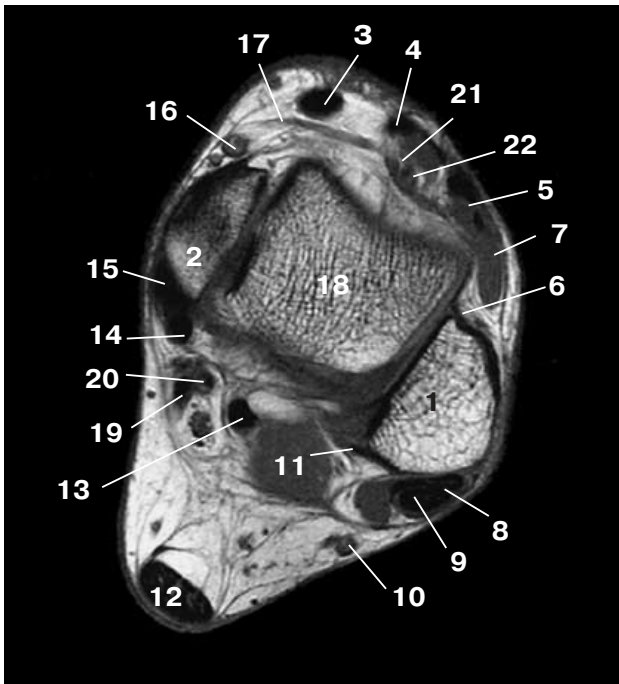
Аксиальная T1-взвешенная МР-томограмма на уровне обеих лодыжек и блока таранной кости. 1 – латеральная лодыжка, 2 – медиальная лодыжка, 3 – tendo m. tibialis anterior, 4 – tendo m. extensor hallucis longus, 5 – tendo m. extensor digitorum longus, 6 – lig. tibiofibulare anterius, 7 – m. peroneus tertius, 8 – tendo m. peroneus brevis, 9 – tendo m. peroneus longus, 10 – n. suralis, 11 – lig. tibiofibulare posterius, 12 – ахиллово сухожилие, 13 – tendo m. flexor hallucis longus, 14 – m. flexor digitorum longus, 15 – tendo m. tibialis posterior, 16 – v. saphena magna, 17 – retinaculum extensorum inferius, 18 – блок таранной кости, 19 – a. tibialis posterior, 20 – n. tibialis, 21 – n. peroneus profundus, 22 – a. tibialis anterior.
